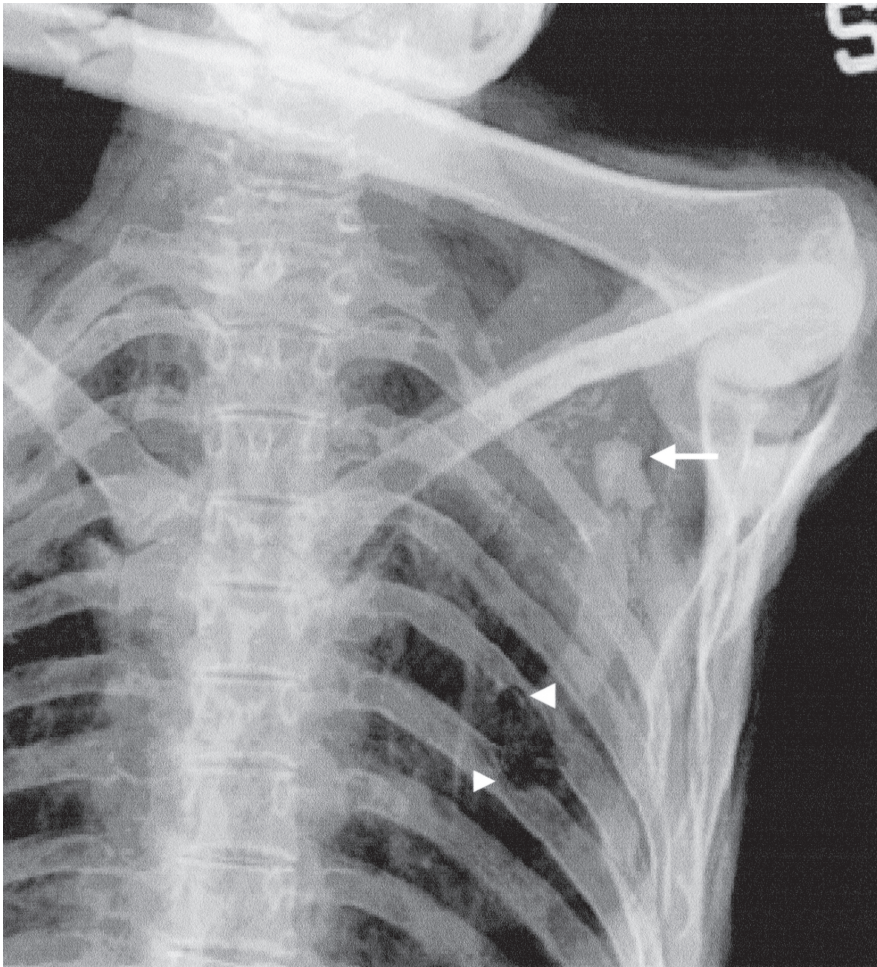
Auf dem Röntgenbild der linken Schulter der Mumie aus den Öztaler Alpen ist die Pfeilspitze aus Feuerstein deutlich zu erkennen (langer Pfeil). Die randständigen Knochendefekte an der fünften und sechsten Rippe (Dreiecke) sind auf eine Thorakoskopie zurückzuführen.
